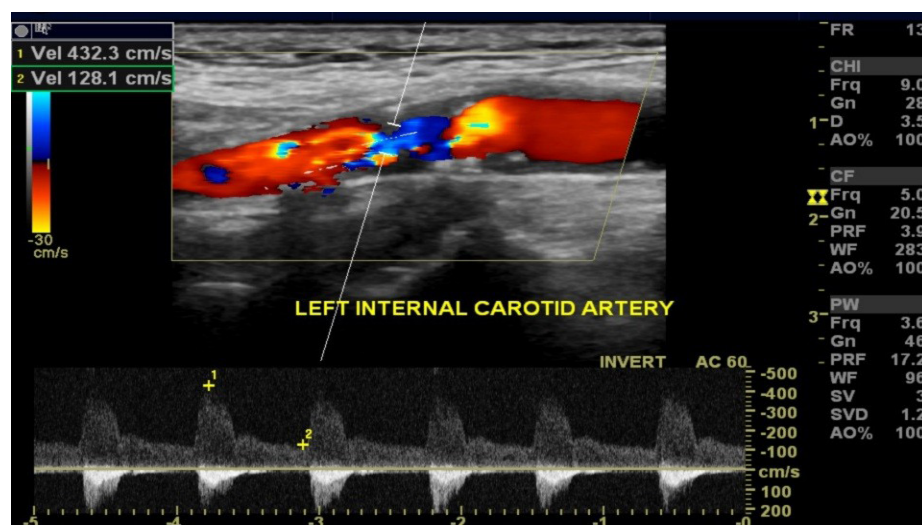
Imazh kolor-doppler i karotides së majtë të bllokuar nga pllaka aterosklerotike. PSV tregon për vlerën 432.3 cm/s e që jep përshtypjen e një stenoze 70-79% të shkallës së lartë apo 80-99% të shkallës së ulët (Case courtesy of Brendan Cullinane, Radiopaedia.org, rID: 21860).
